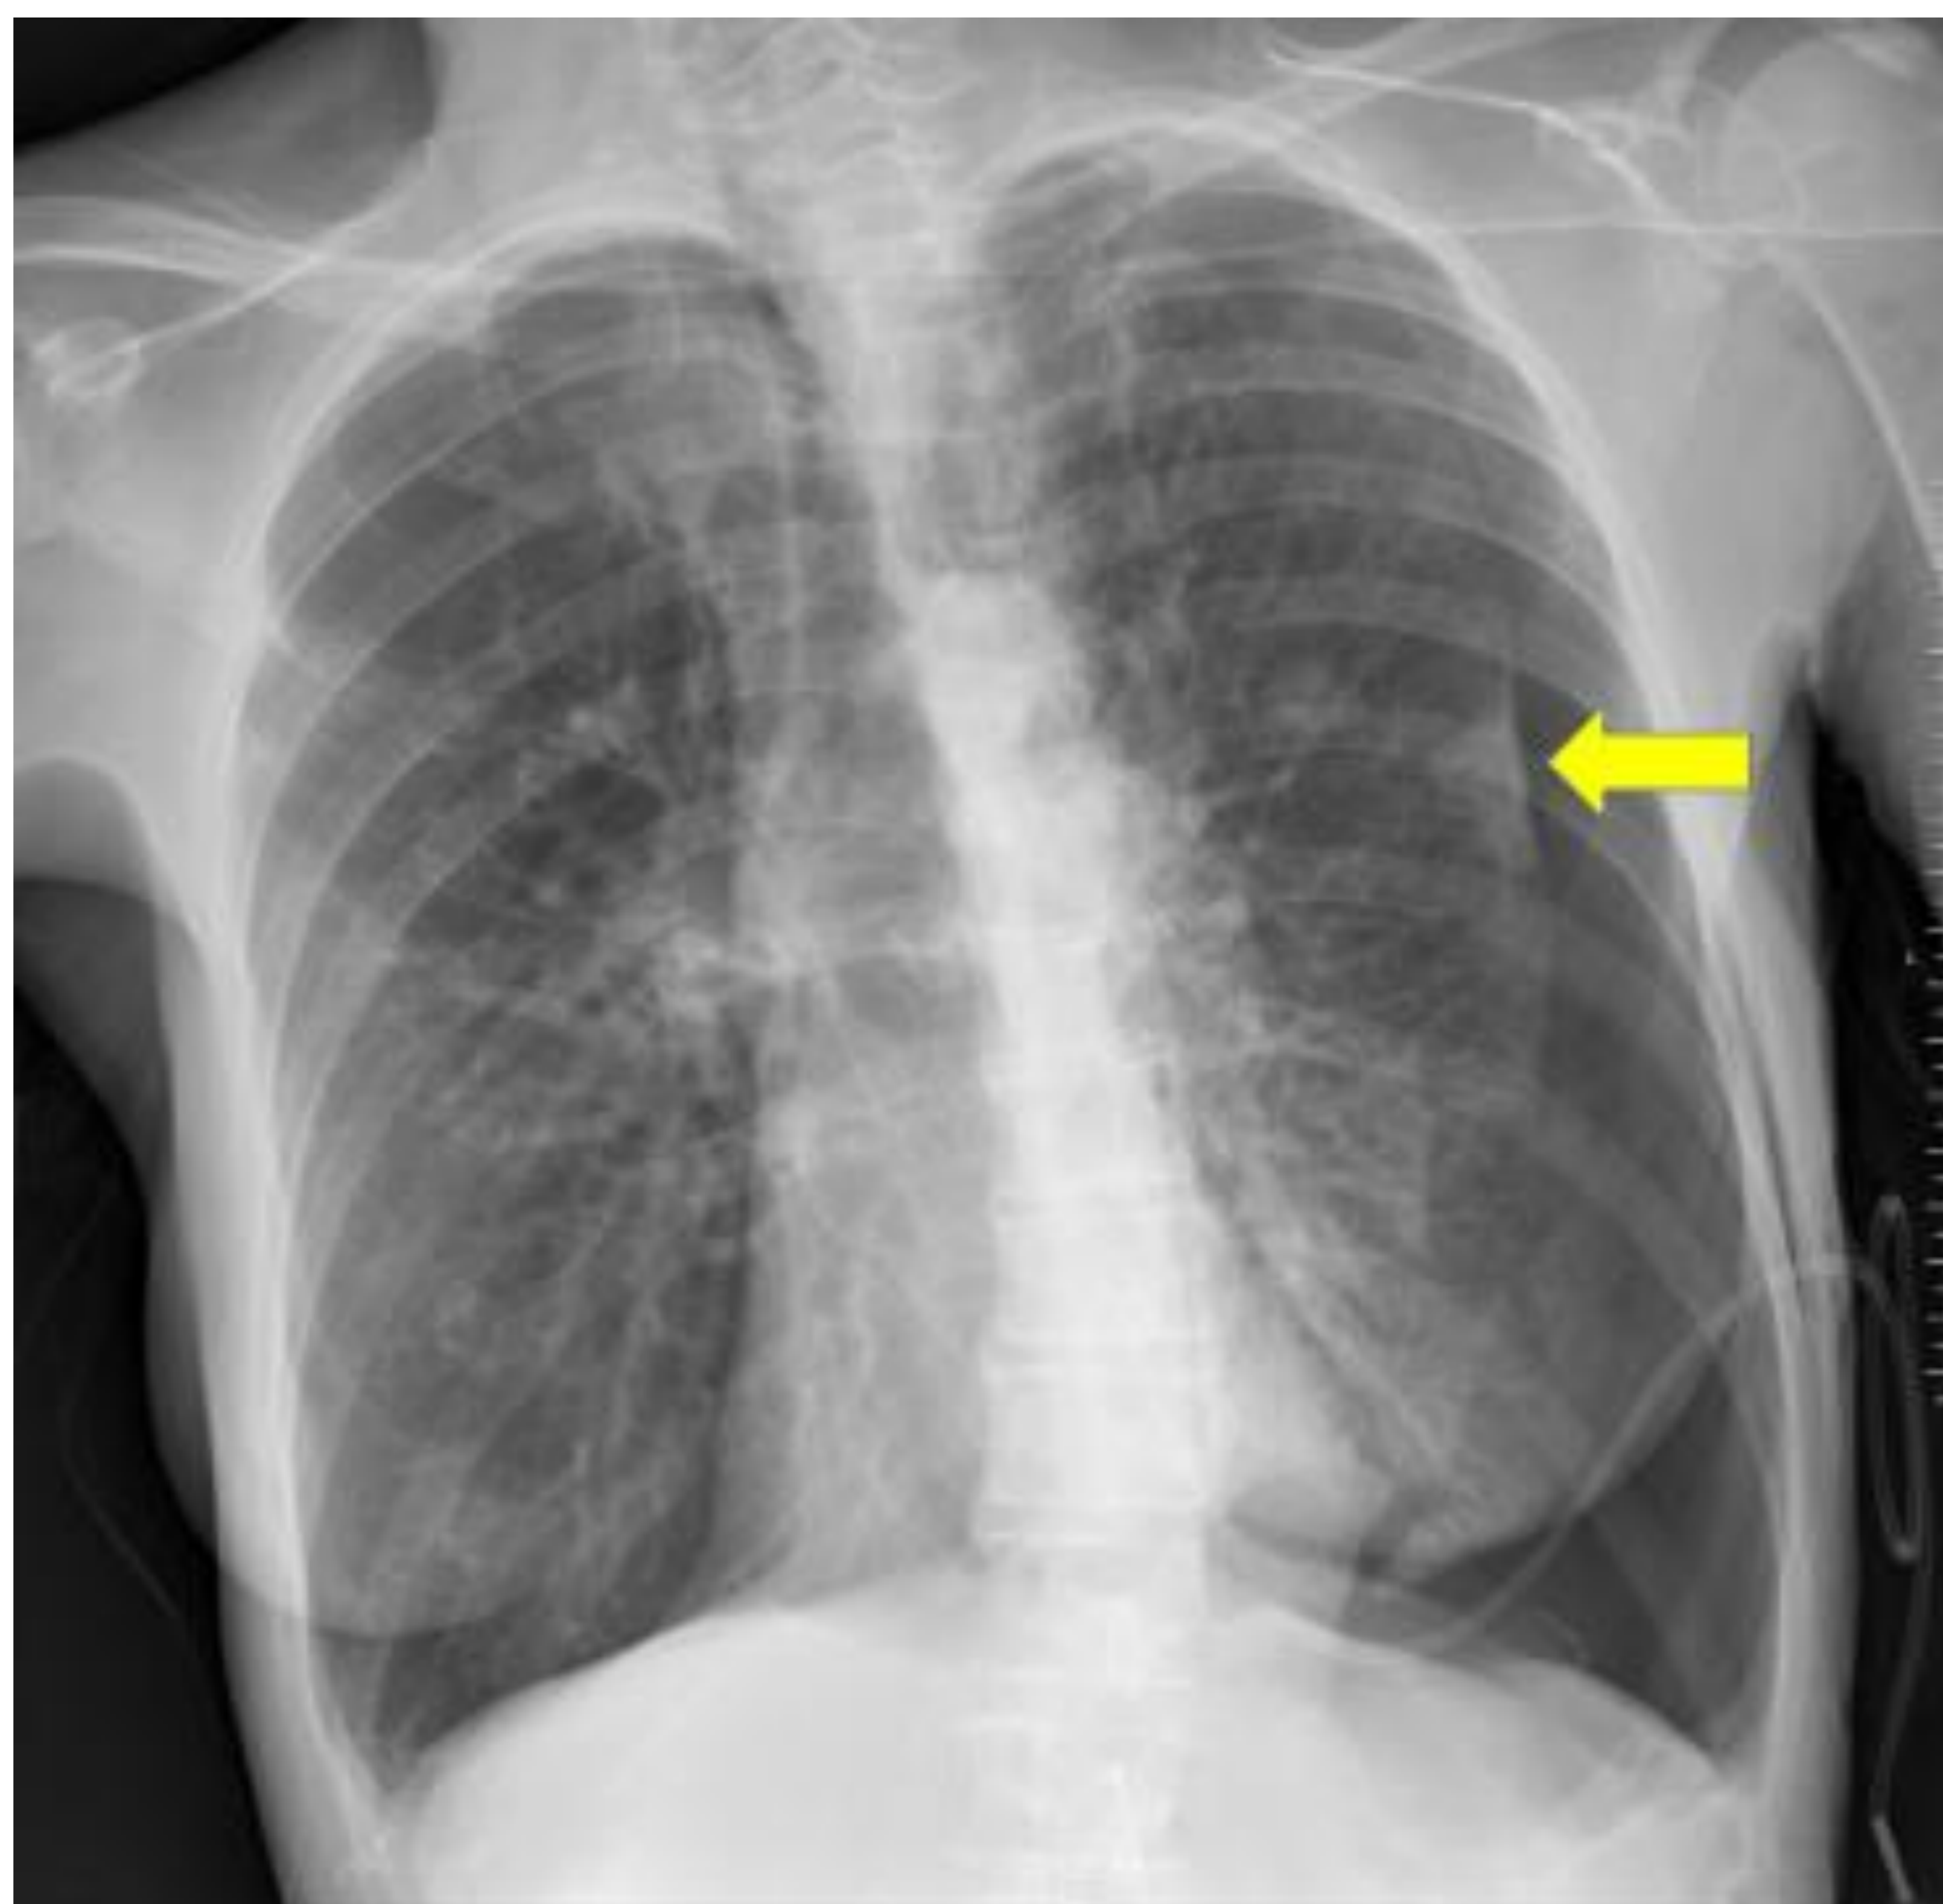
Radiografía de tórax, proyección posteroanterior en bipedestación. Paciente con antecedentes de enfisema que presenta neumotórax tras una biopsia pulmonar por nódulo pulmonar, observando la línea pleural y ausencia de trama vascular distal a ella
